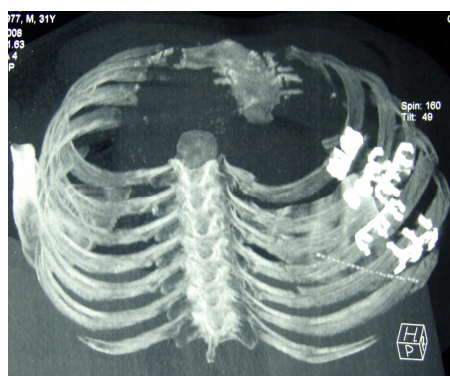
Caso clínico: reconstrução de tomografia computadorizada com ênfase no arcabouço ósseo torácico demonstrando múltiplas osteossínteses costais, fixadas por grampos de Judet.
